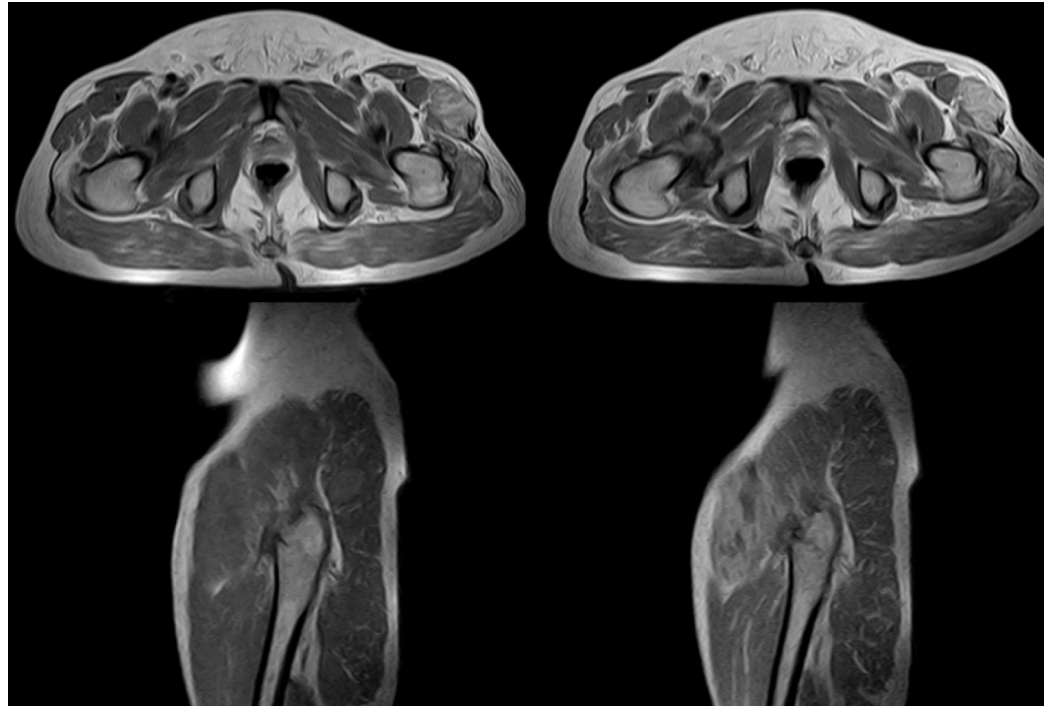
(a y b) RM axial y sagital secuencias T1WI precontraste y (c y d) axial y sagital en secuencias T1WI postcontraste, que demuestran el intenso realce heterogéneo de la lesión, así como del plano muscular subyacente.
